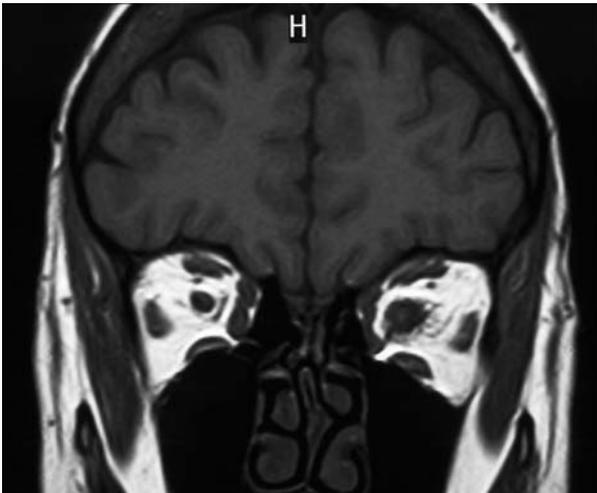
Mujer de 47 años con episodios repetidos de pérdida de visión de segundos en OS y fondo de ojo normal. En RM coronal y axial se objetiva un meningioma de la vaina del nervio óptico izquierdo sin alcanzar quiasma.
